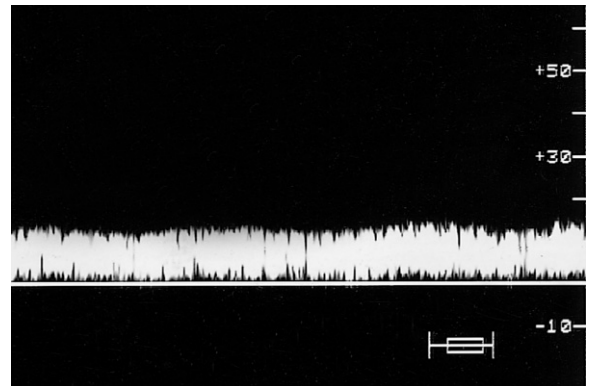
Die Dopplerkurve aus der Femoralvene distal eines Iliakaverschlusses zeigt häufig einen kontinuierlichen langsamen Blutfluss mit einem Verlust an phasischen Oszillationen.
